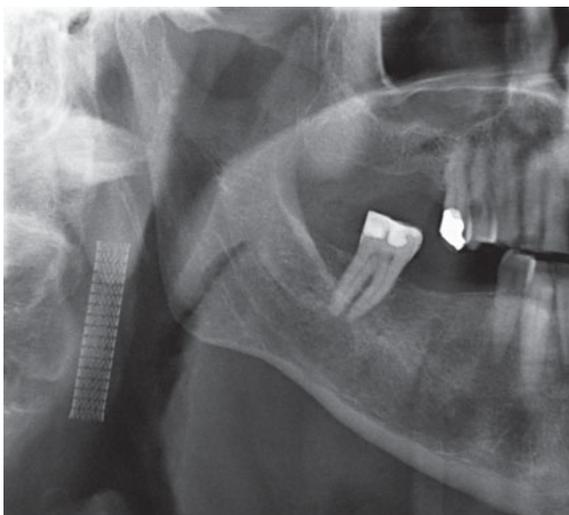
Ausschnitt einer Panoramasschichtaufnahme mit röntgenologisch sichtbarer Stentimplantation in der rechten A. carotis interna.
